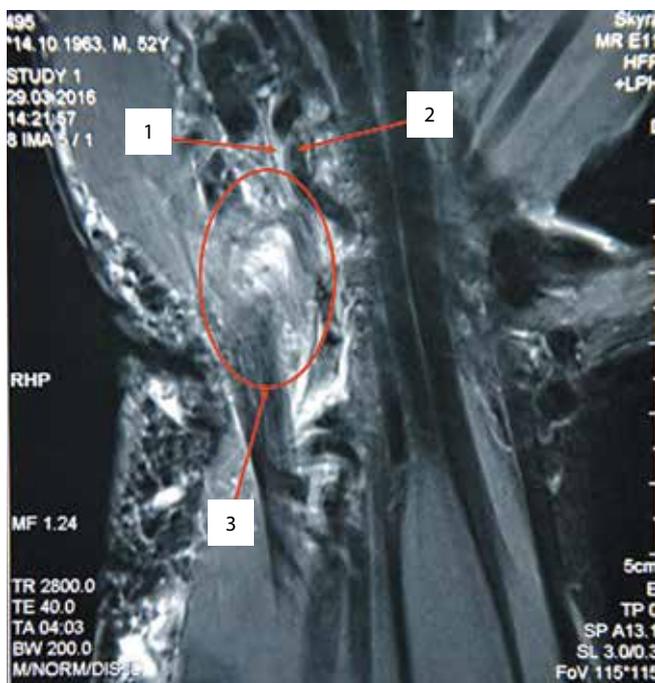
Магнитно-резонансная томография правого запястья пациента А. в раннем послеоперационном периоде. Визуализируются локтевой нерв (1) и локтевая артерия (2), послеоперационные изменения в области канала Гюйона и на выходе из него (3). Данных, свидетельствующих о рецидиве ганглиона, не выявлено
